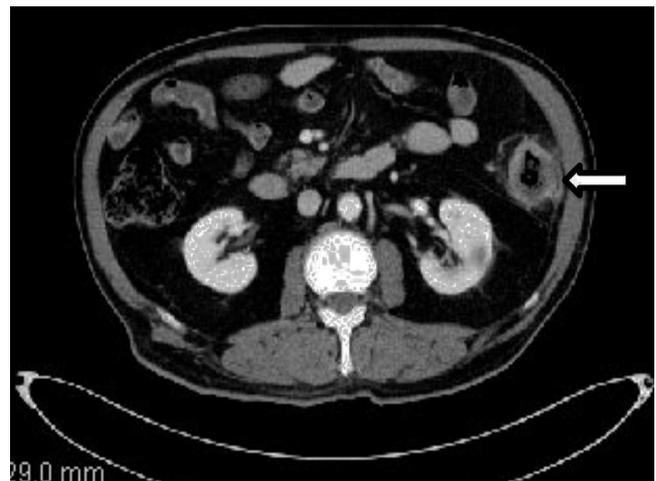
TC: Tumoración en colon descendente con reacción de la grasa mesentérica perilesional y en íntima relación con peritoneo parietal.
